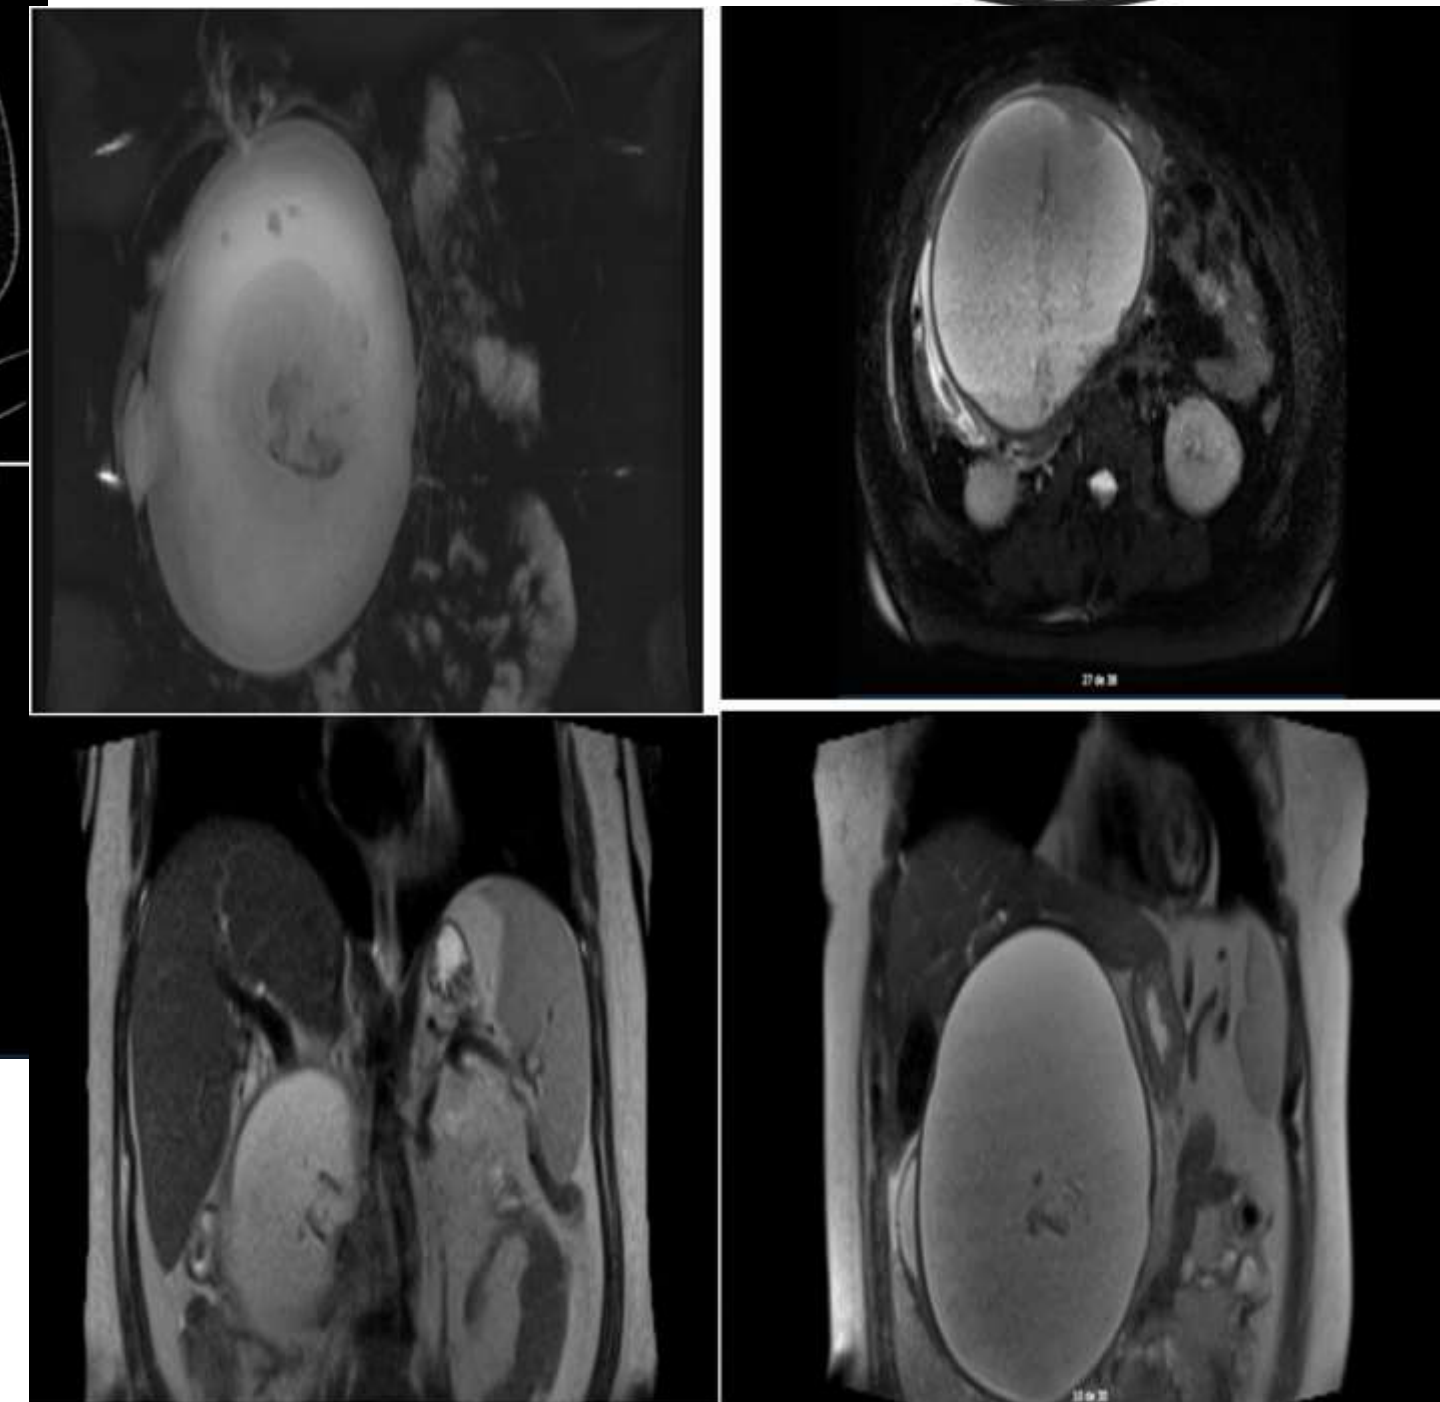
Resonancia abdominal
